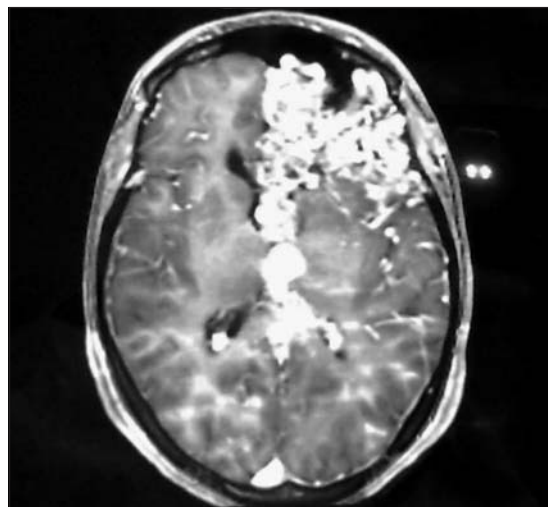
MAV cerebral en corte transversal de resonancia magnética nuclear.
